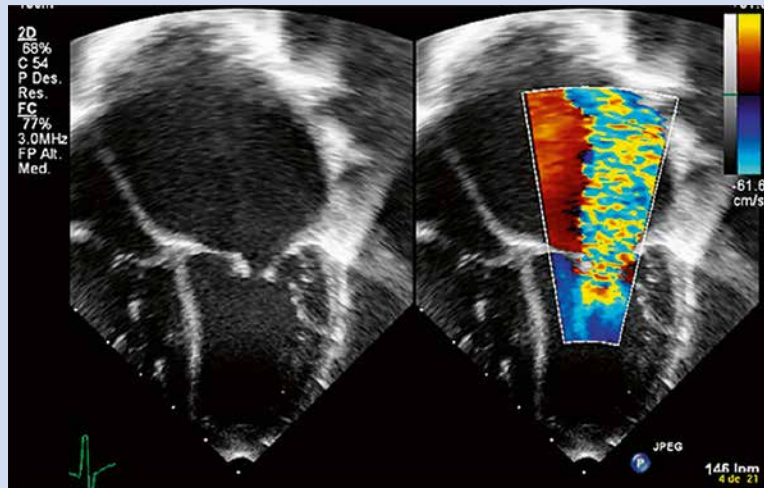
Primer ecocardiograma.
